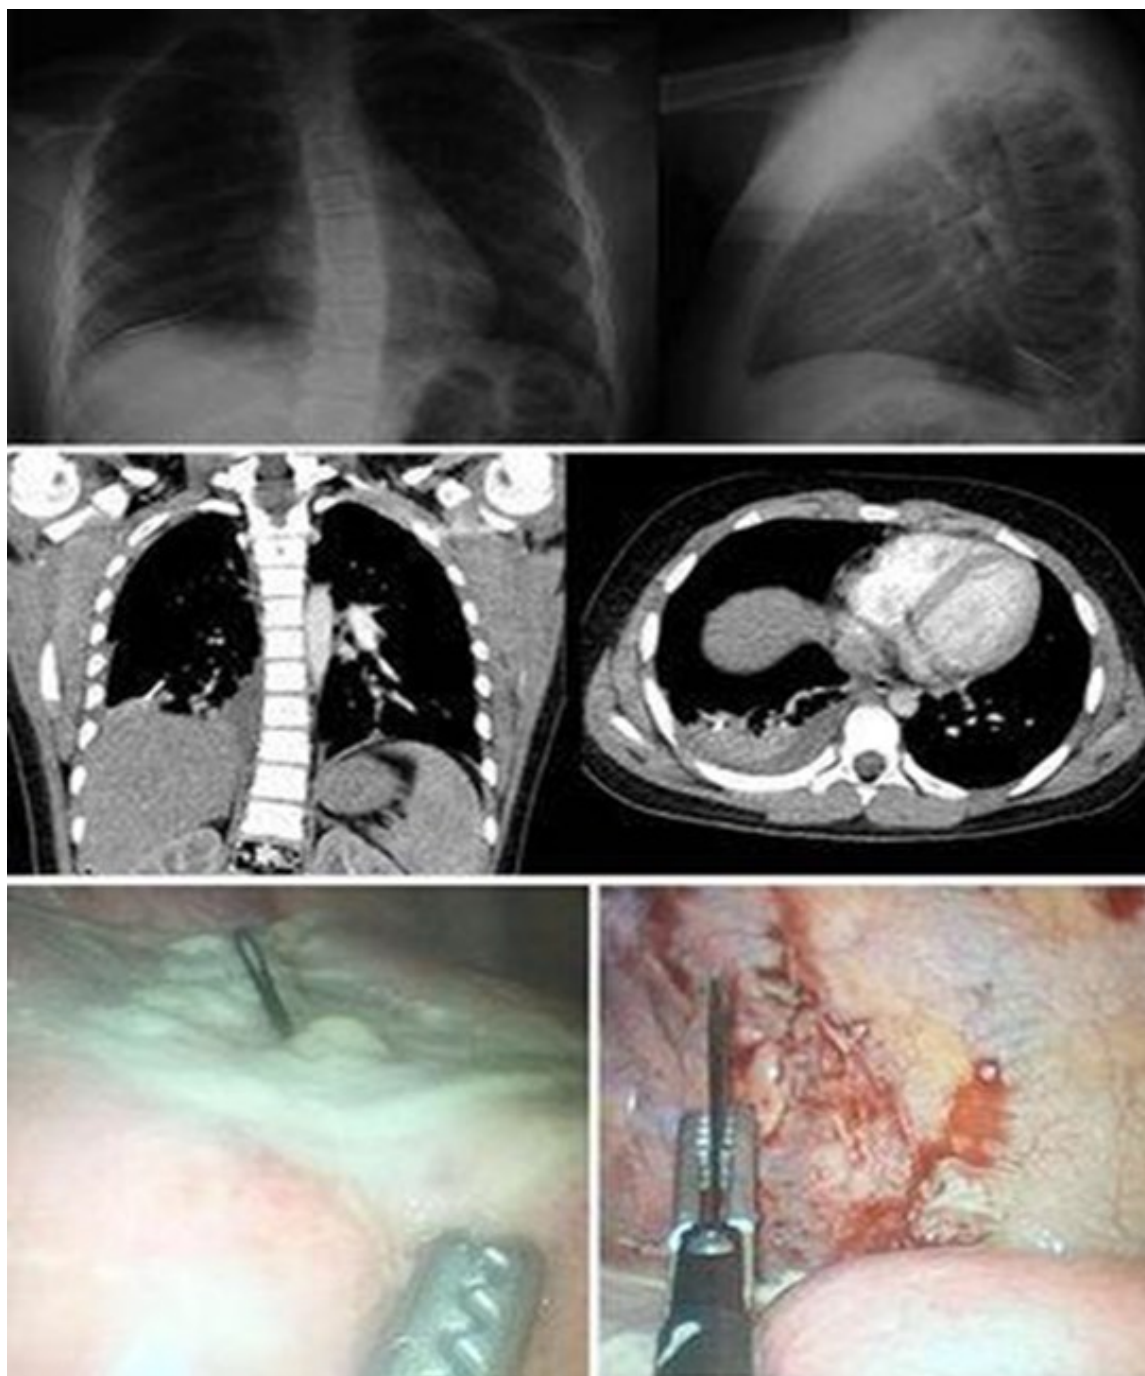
Radiografía y tomografía muestran un cuerpo extraño metálico en base pulmonar derecha intraparenquimatosa. A propósito de su extracción (8).
